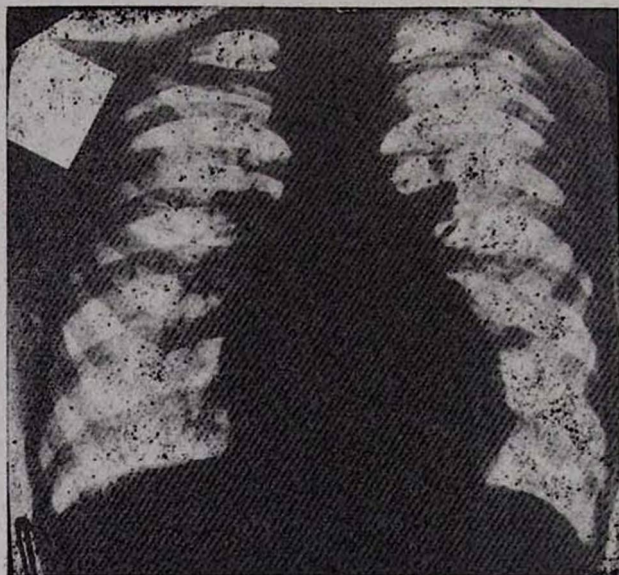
Фазорентгенокардиограмма больного И. Фаза диастолы.
